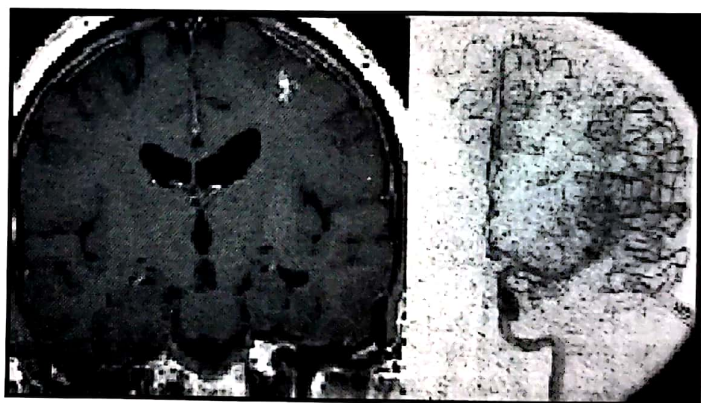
Aspect post-GKS la 2 ani (IRM+DSA).
